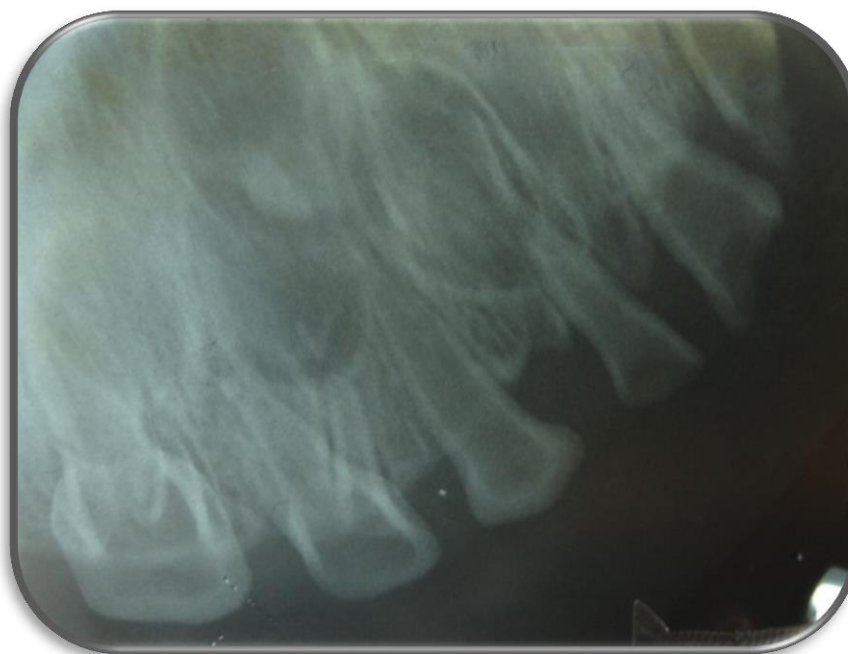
Radiografía Periapical Piezas 55, 54
